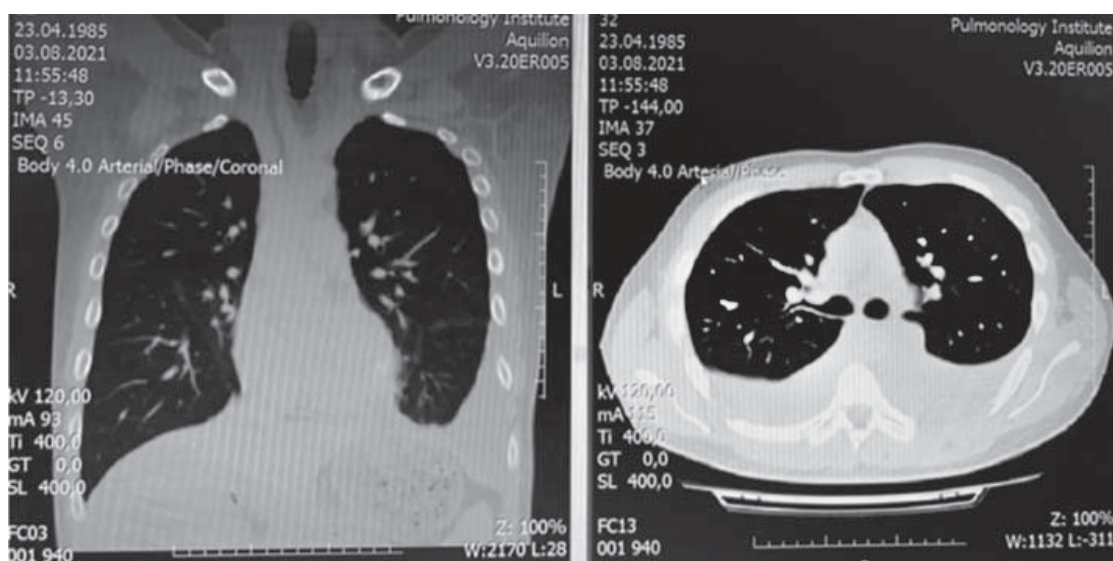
КТ ОГП пацієнта В. від 3.08.21
